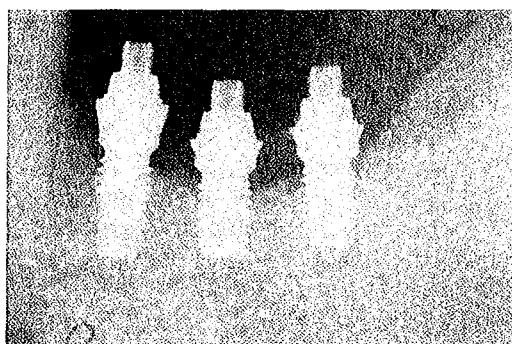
Radiographie rétroalvéolaire lors du stade II de la chirurgie chez un patient fumeur (20 cig/jour) (71).
